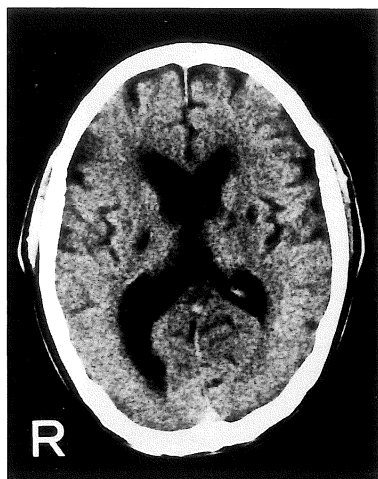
第11病日の頭部CT scan: 右内包後脚の低吸収域は左 thalamocapsular region の低吸収域と同様に境界鮮明となった。
